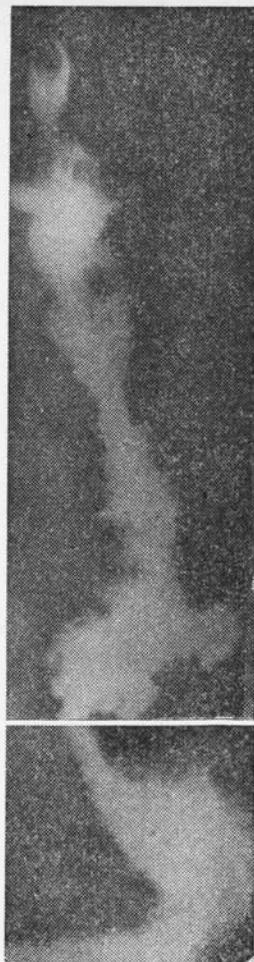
Radiografía unidas a continuación, para mostrar el tránsito completo por el neoesófago con las uniones esofagocólicas y cologástricas.
